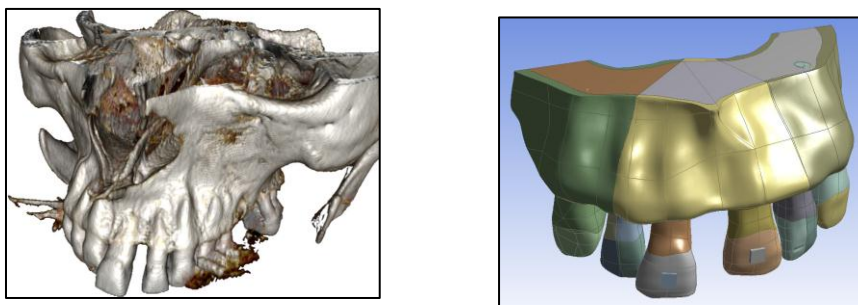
Segmentación de la tomografía computarizada y Modelado del hueso cortical, hueso esponjoso, ligamento periodontal, dentina, esmalte y pulpa (31).
